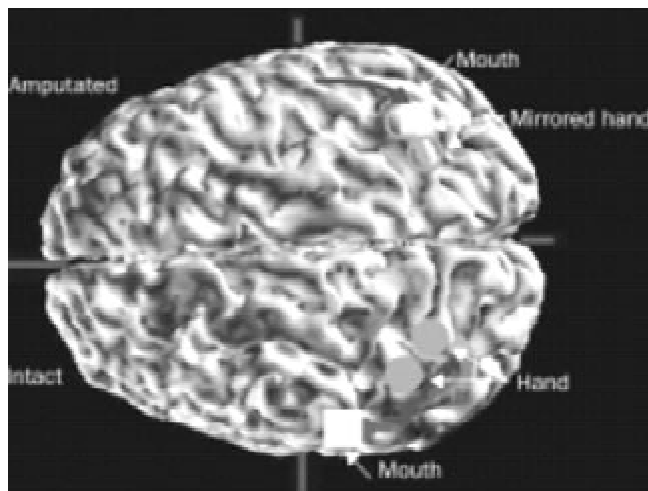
Reorganización de la corteza somatosensorial primaria en un individuo, postamputación del brazo, con dolor de miembro fantasma. La localización de la mano en la región de amputación se traspasó al lado intacta. La región de la boca ha invadido la región de la mano en el lado amputado. La flecha roja indica la reorganización cortical. Este estudio neuromagnético se utilizó para definir la localización de las manos y la boca, sobre el lado contralateral del lado amputado y la localización contralateral del lado intacto. Los campos magnéticos evocados por estimulación neumática de los dedos del lado intacto. Las zonas de la boca fueron integradas con RM.
